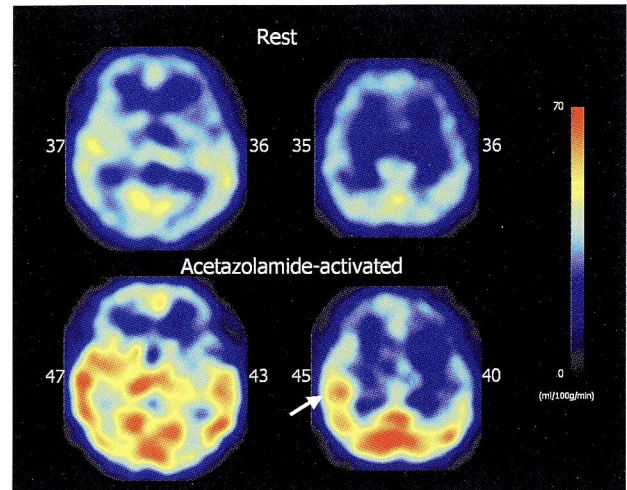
$^{123}\text{I}$ -IMP SPECT (Dual table ARG)
